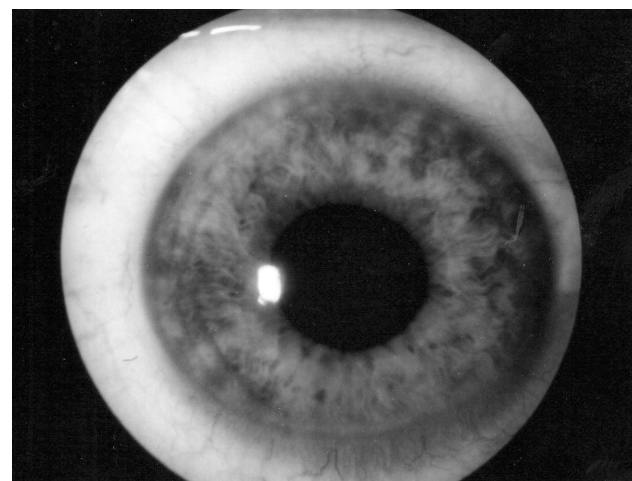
Фото левого глаза больного К., 58 лет до операции: контузия глаза, люксация хрусталика в стекловидное тело. Острота зрения — 0,03 с коррекцией sph +12,0 Дптр — 1,0; ВГД — 22,0 мм рт. ст.
